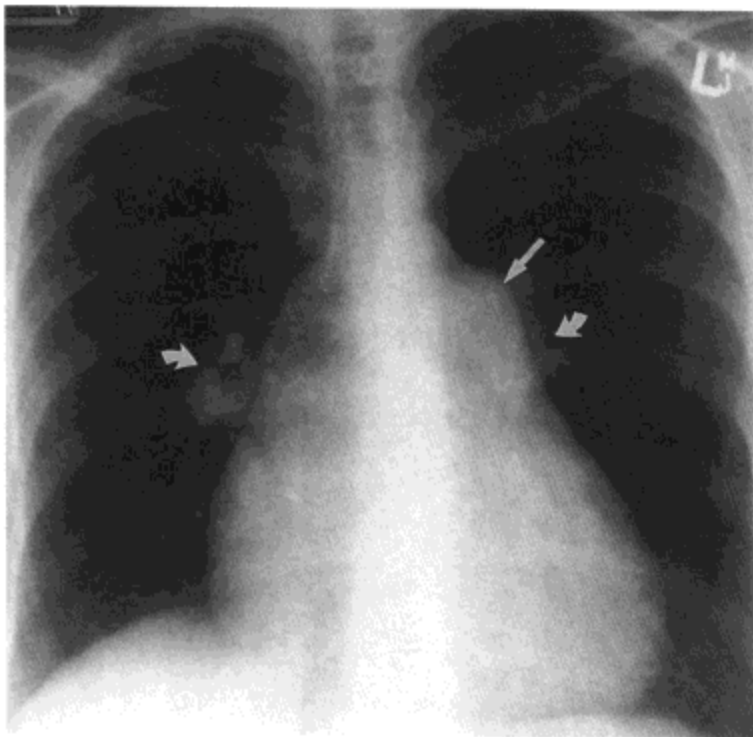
肺动脉高压。X线胸片示肺动脉主干 (直箭号) 与叶间 (弯箭号) 肺动脉。注意肺动脉于肺门远侧迅速变窄。病人女, 27岁。
